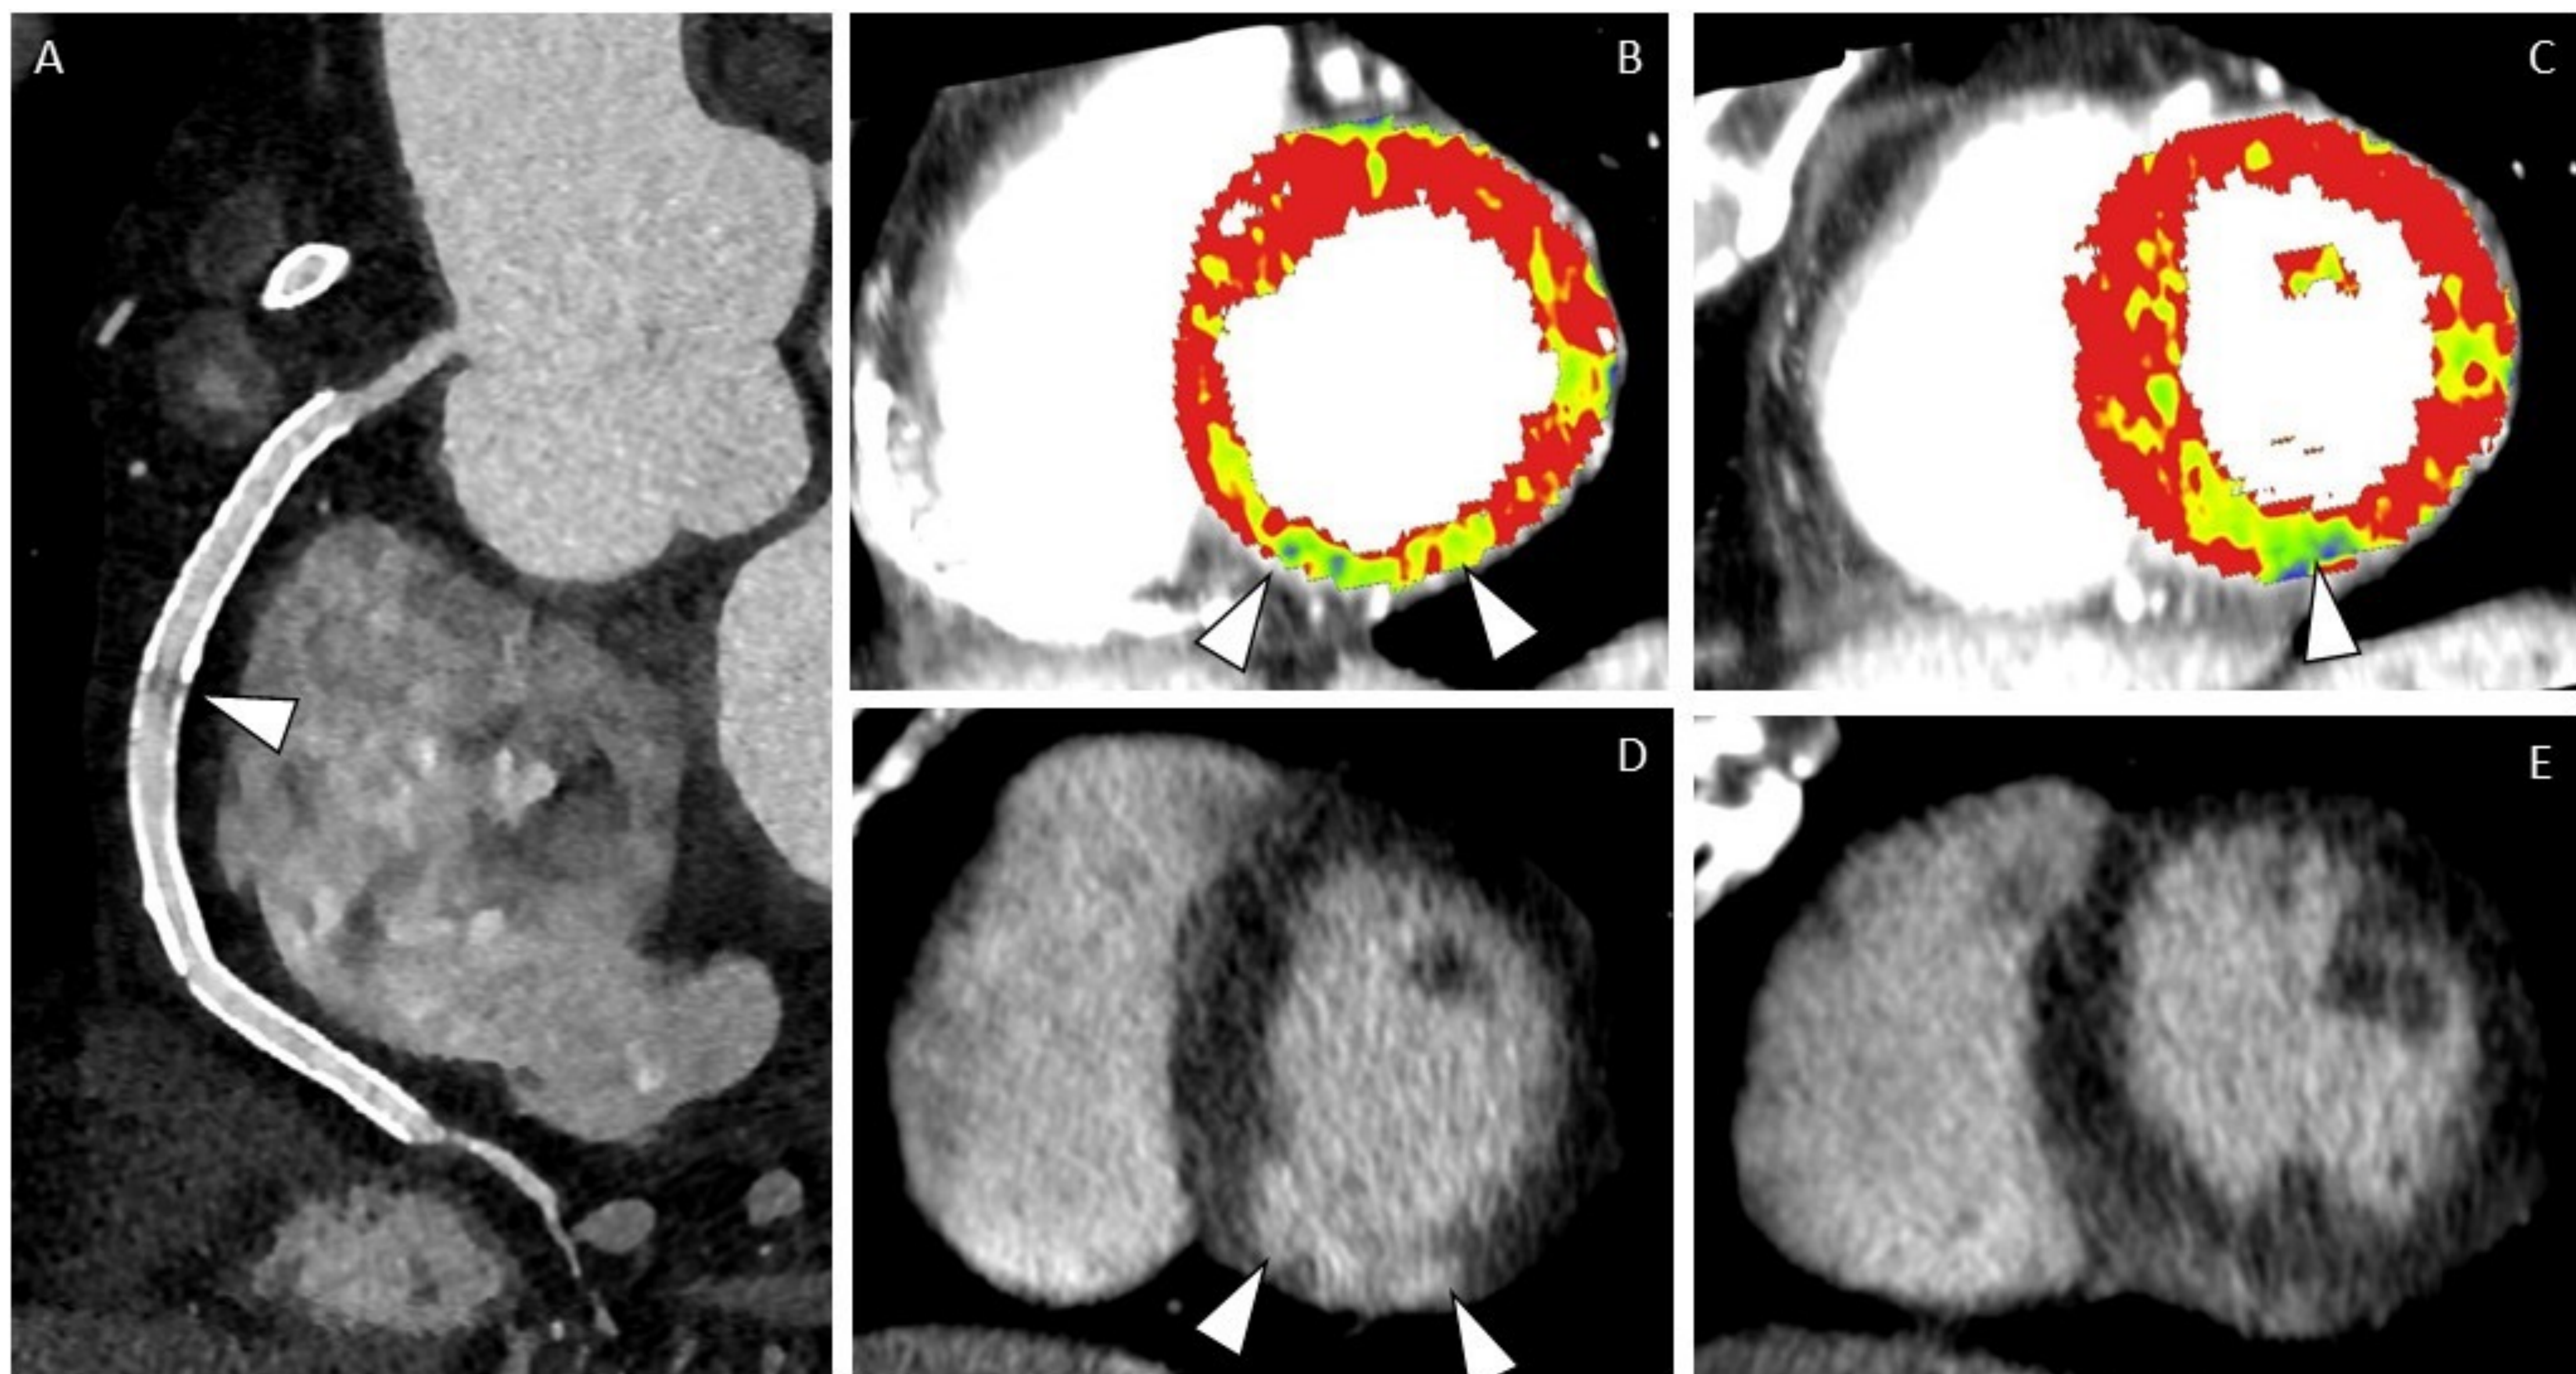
TC-coronariografía y TC-perfusión de estrés. Reconstrucción planar curva de la arteria coronaria derecha (A), mapa de perfusión miocárdica (B y C) y eje corto del ventrículo izquierdo (D y E). Paciente con reestenosis severa intra-stent en la arteria coronarias derecha (A), que asocia defecto de perfusión (B, C) y realce tardío de yodo (D, E). Imagen cortesía del Dr. Bastarrika.
